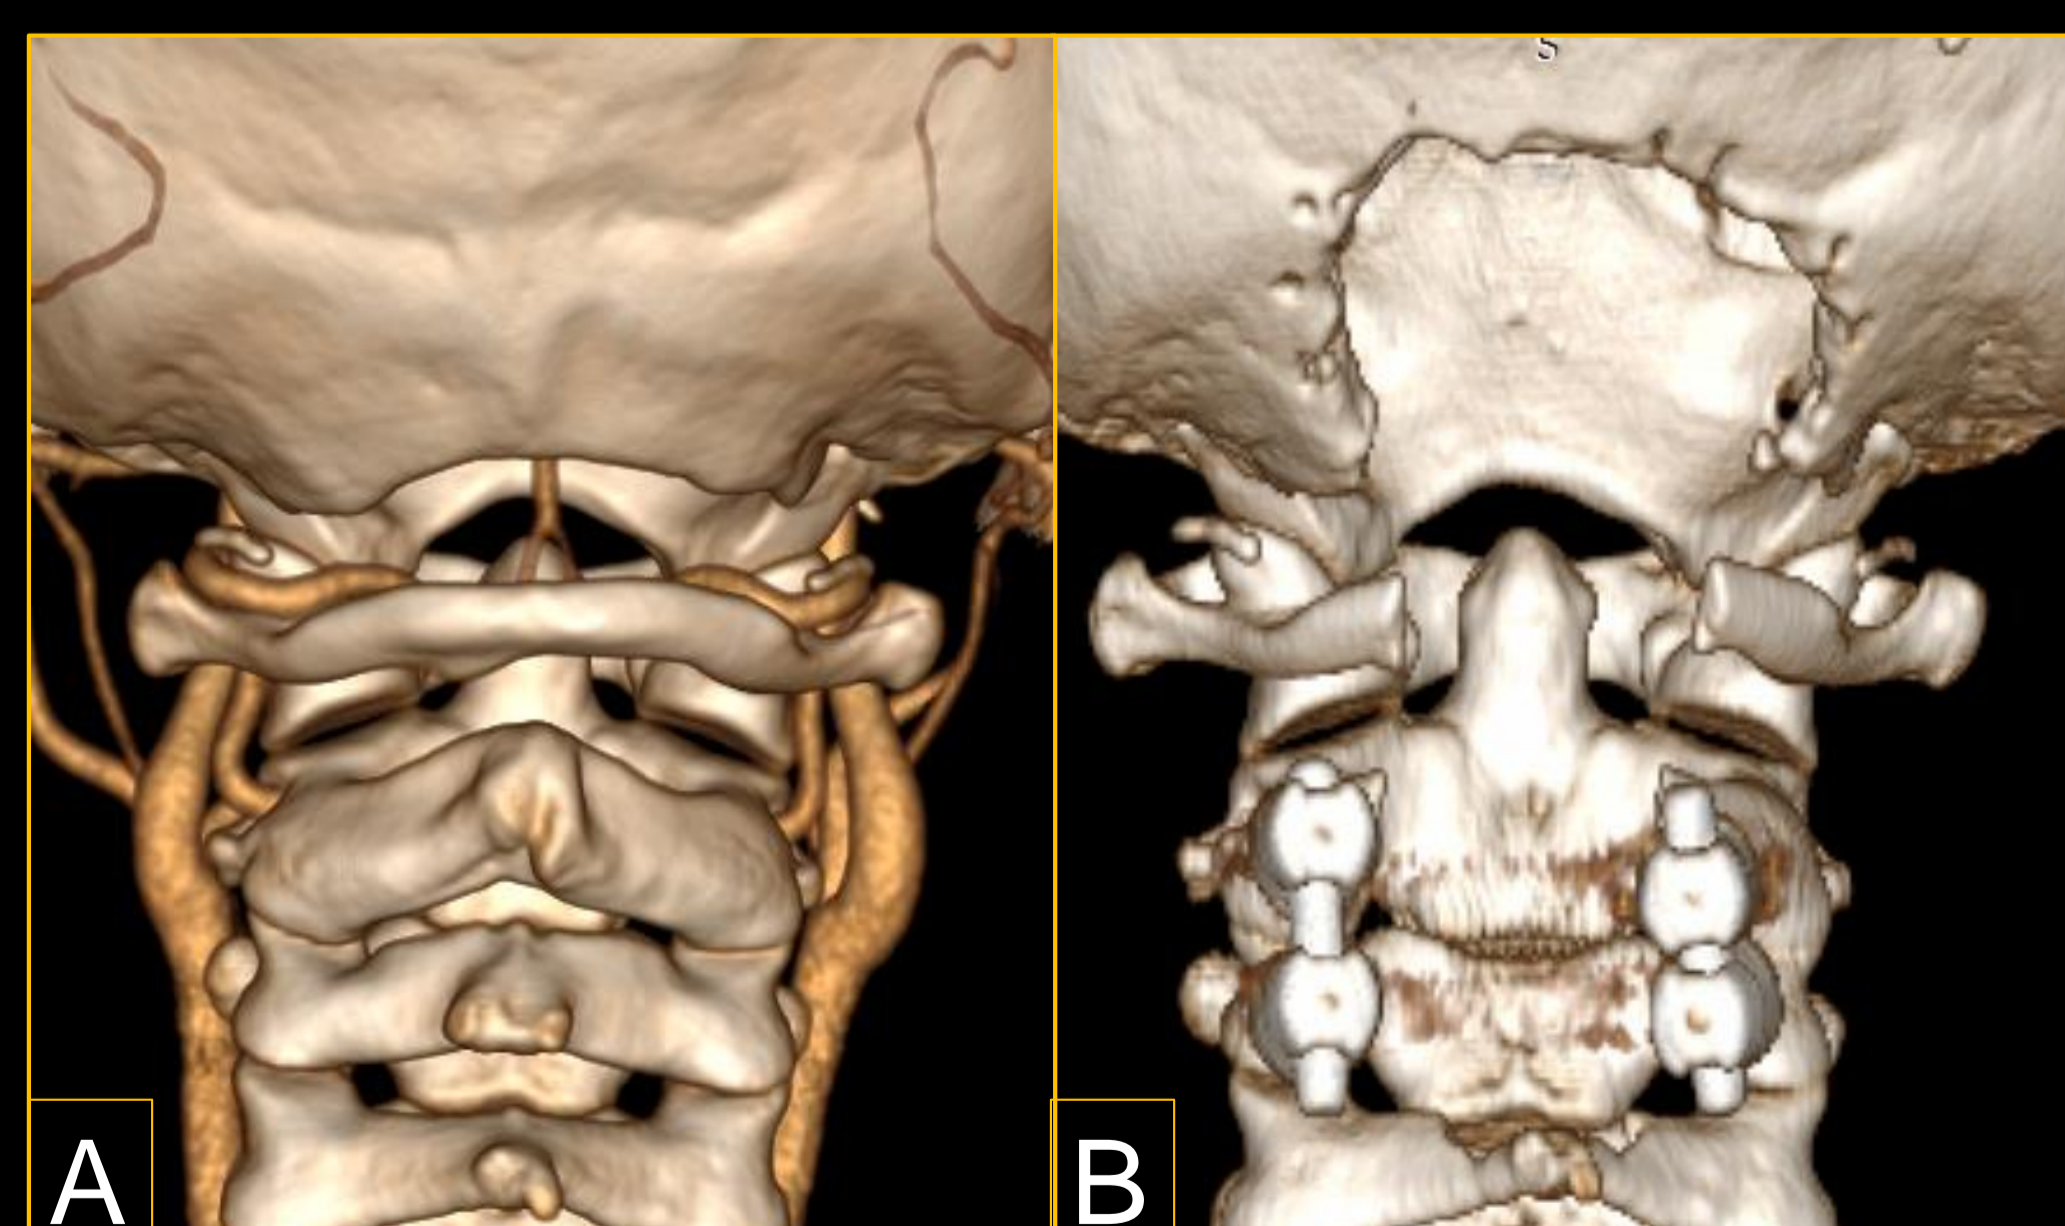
Reconstrucción 3D de Tomografía de columna cervical. A) Pre-quirúrgica. B) Post-quirúrgico, se observa descompresión de fosa posterior, artrodesis C2-C3 y exéresis de arco posterior de C1-C2-C3.
